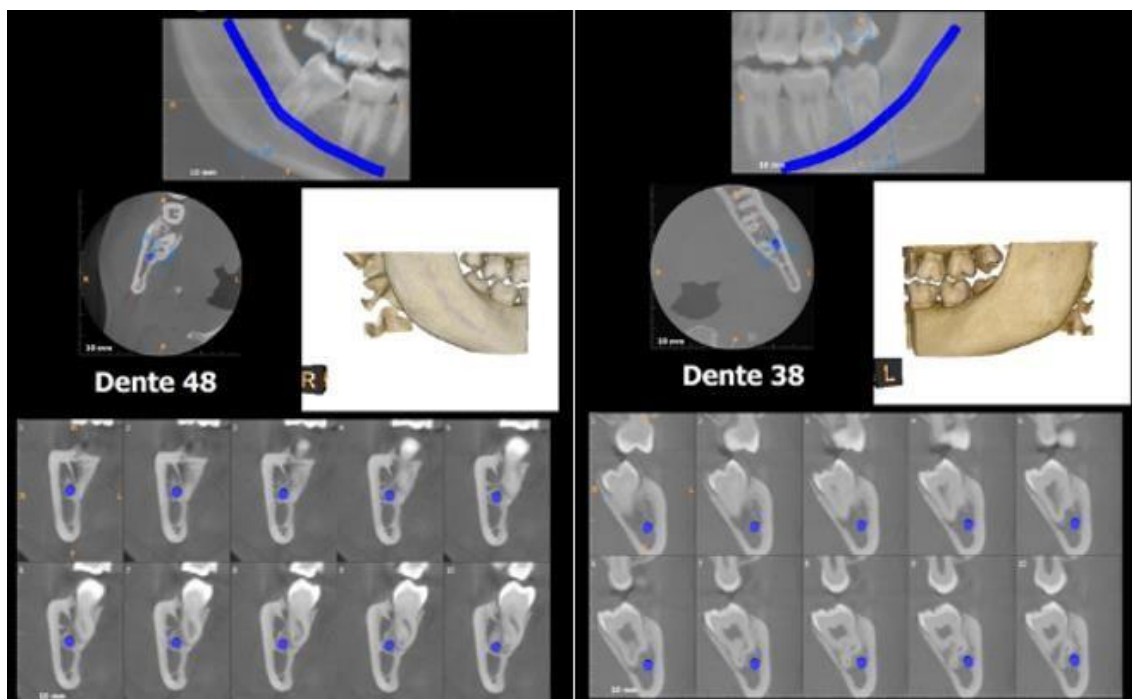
Tomografia computadorizada de feixe cônico demonstrando com maior precisão a íntima relação da raiz com o canal mandibular.
